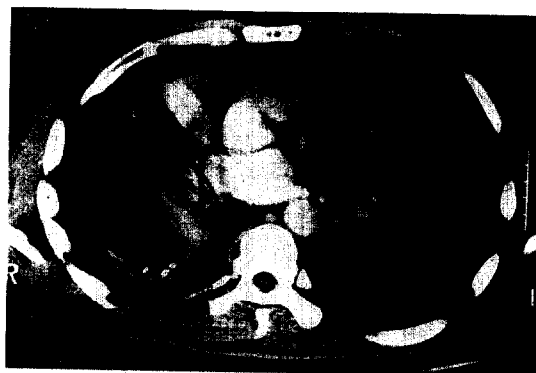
Chest CT finding of case 2: Pleural thickening, multiple air-fluid level was noted.
